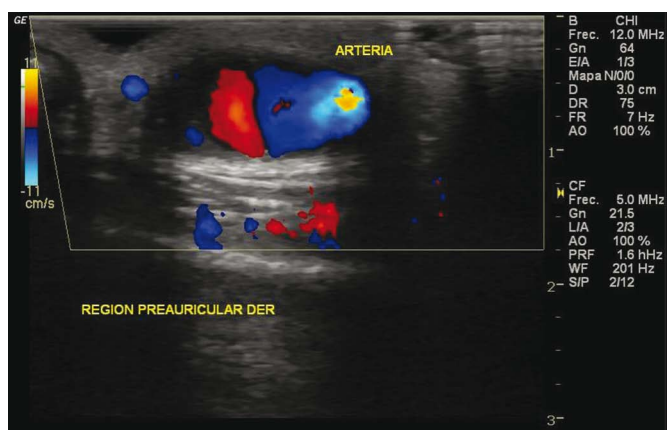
Doppler color que muestra una imagen típica en yin-yang, demostrando la bidireccionalidad del flujo sanguíneo al interior del pseudoaneurisma.
